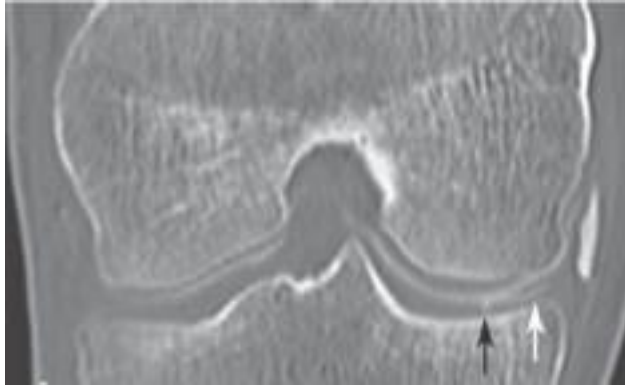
Imagem de artrografia por TC plano coronal mostrando a existência de uma ruptura meniscal oblíqua do menisco interno (seta branca) e uma pequena lesão cartilágnea (seta preta). Adaptado de Beaufils P. *The Meniscus*. (Beaufils P, Verdonk R, eds.). Berlin, Heidelberg: Springer Berlin Heidelberg; 2010.
